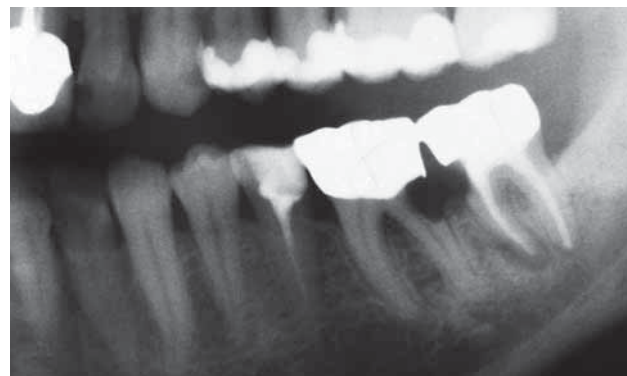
Orthopantomogram (OPT) vom 8. 4. 2002 mit externen Wurzelresorptionen der Zähne 36 und 37.
